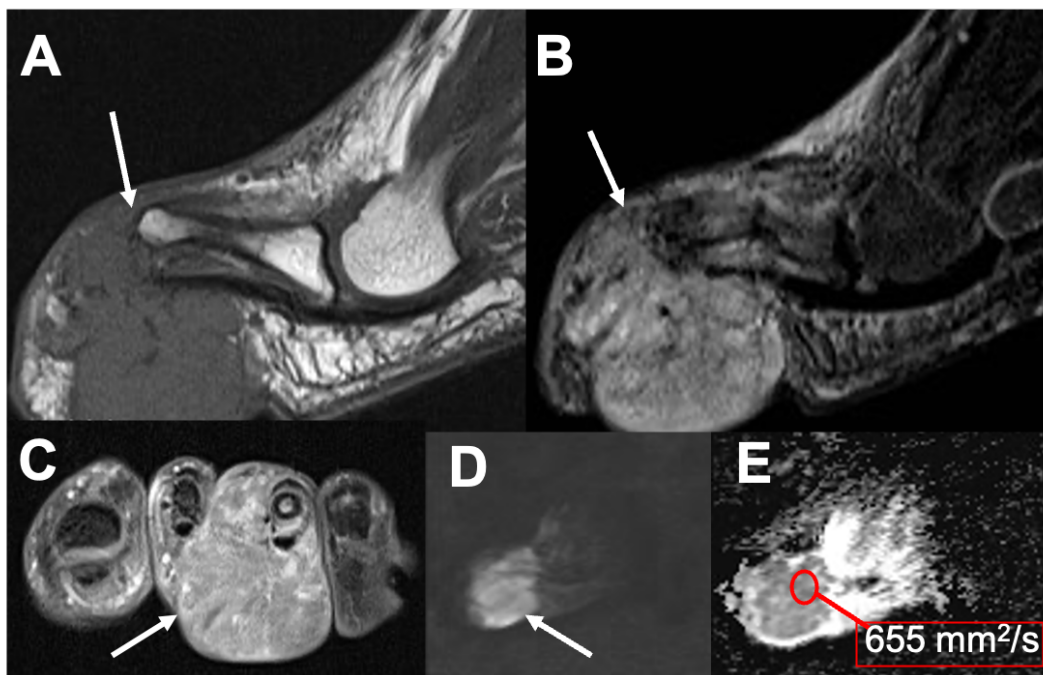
Sarcoma de Ewing en tercer dedo del pie. Se observa infiltración ósea y articular de la primera metatarsofalángica (flechas en A y B). Presenta intenso realce postcontraste en la secuencia T1 FS (flecha en C). El tumor muestra marcada restricción de la DWI con valores b de 800 s/mm^2 , y valores de ADC seleccionado de $655 \text{ mm}^2/\text{s}$.
